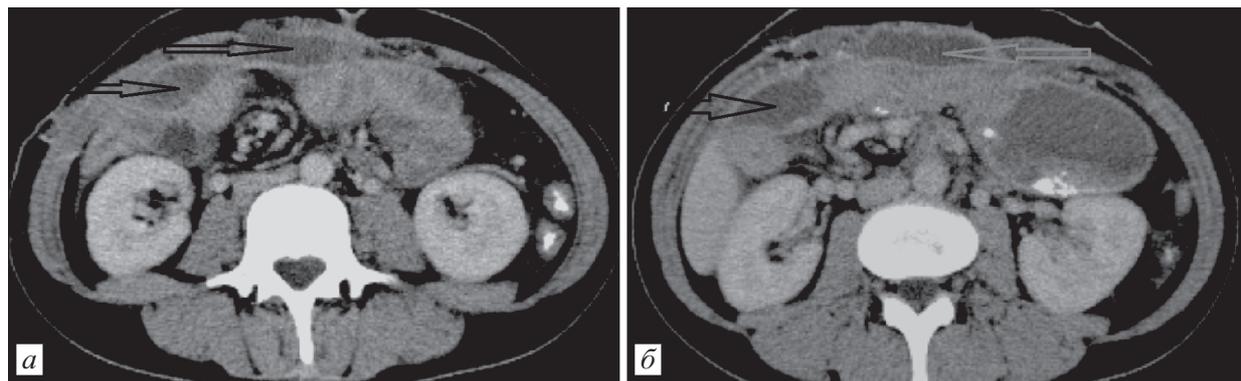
Компьютерная томограмма той же больной (объяснение в тексте).
